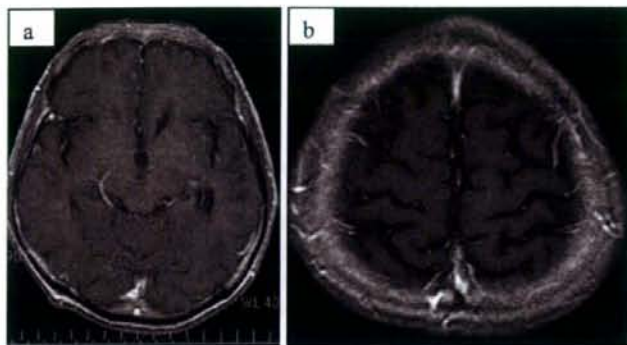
a, b) Gadolinium-enhanced MRI obtained in mid-March 2005. Enhanced lesions disappeared after anti-MAC therapy.
